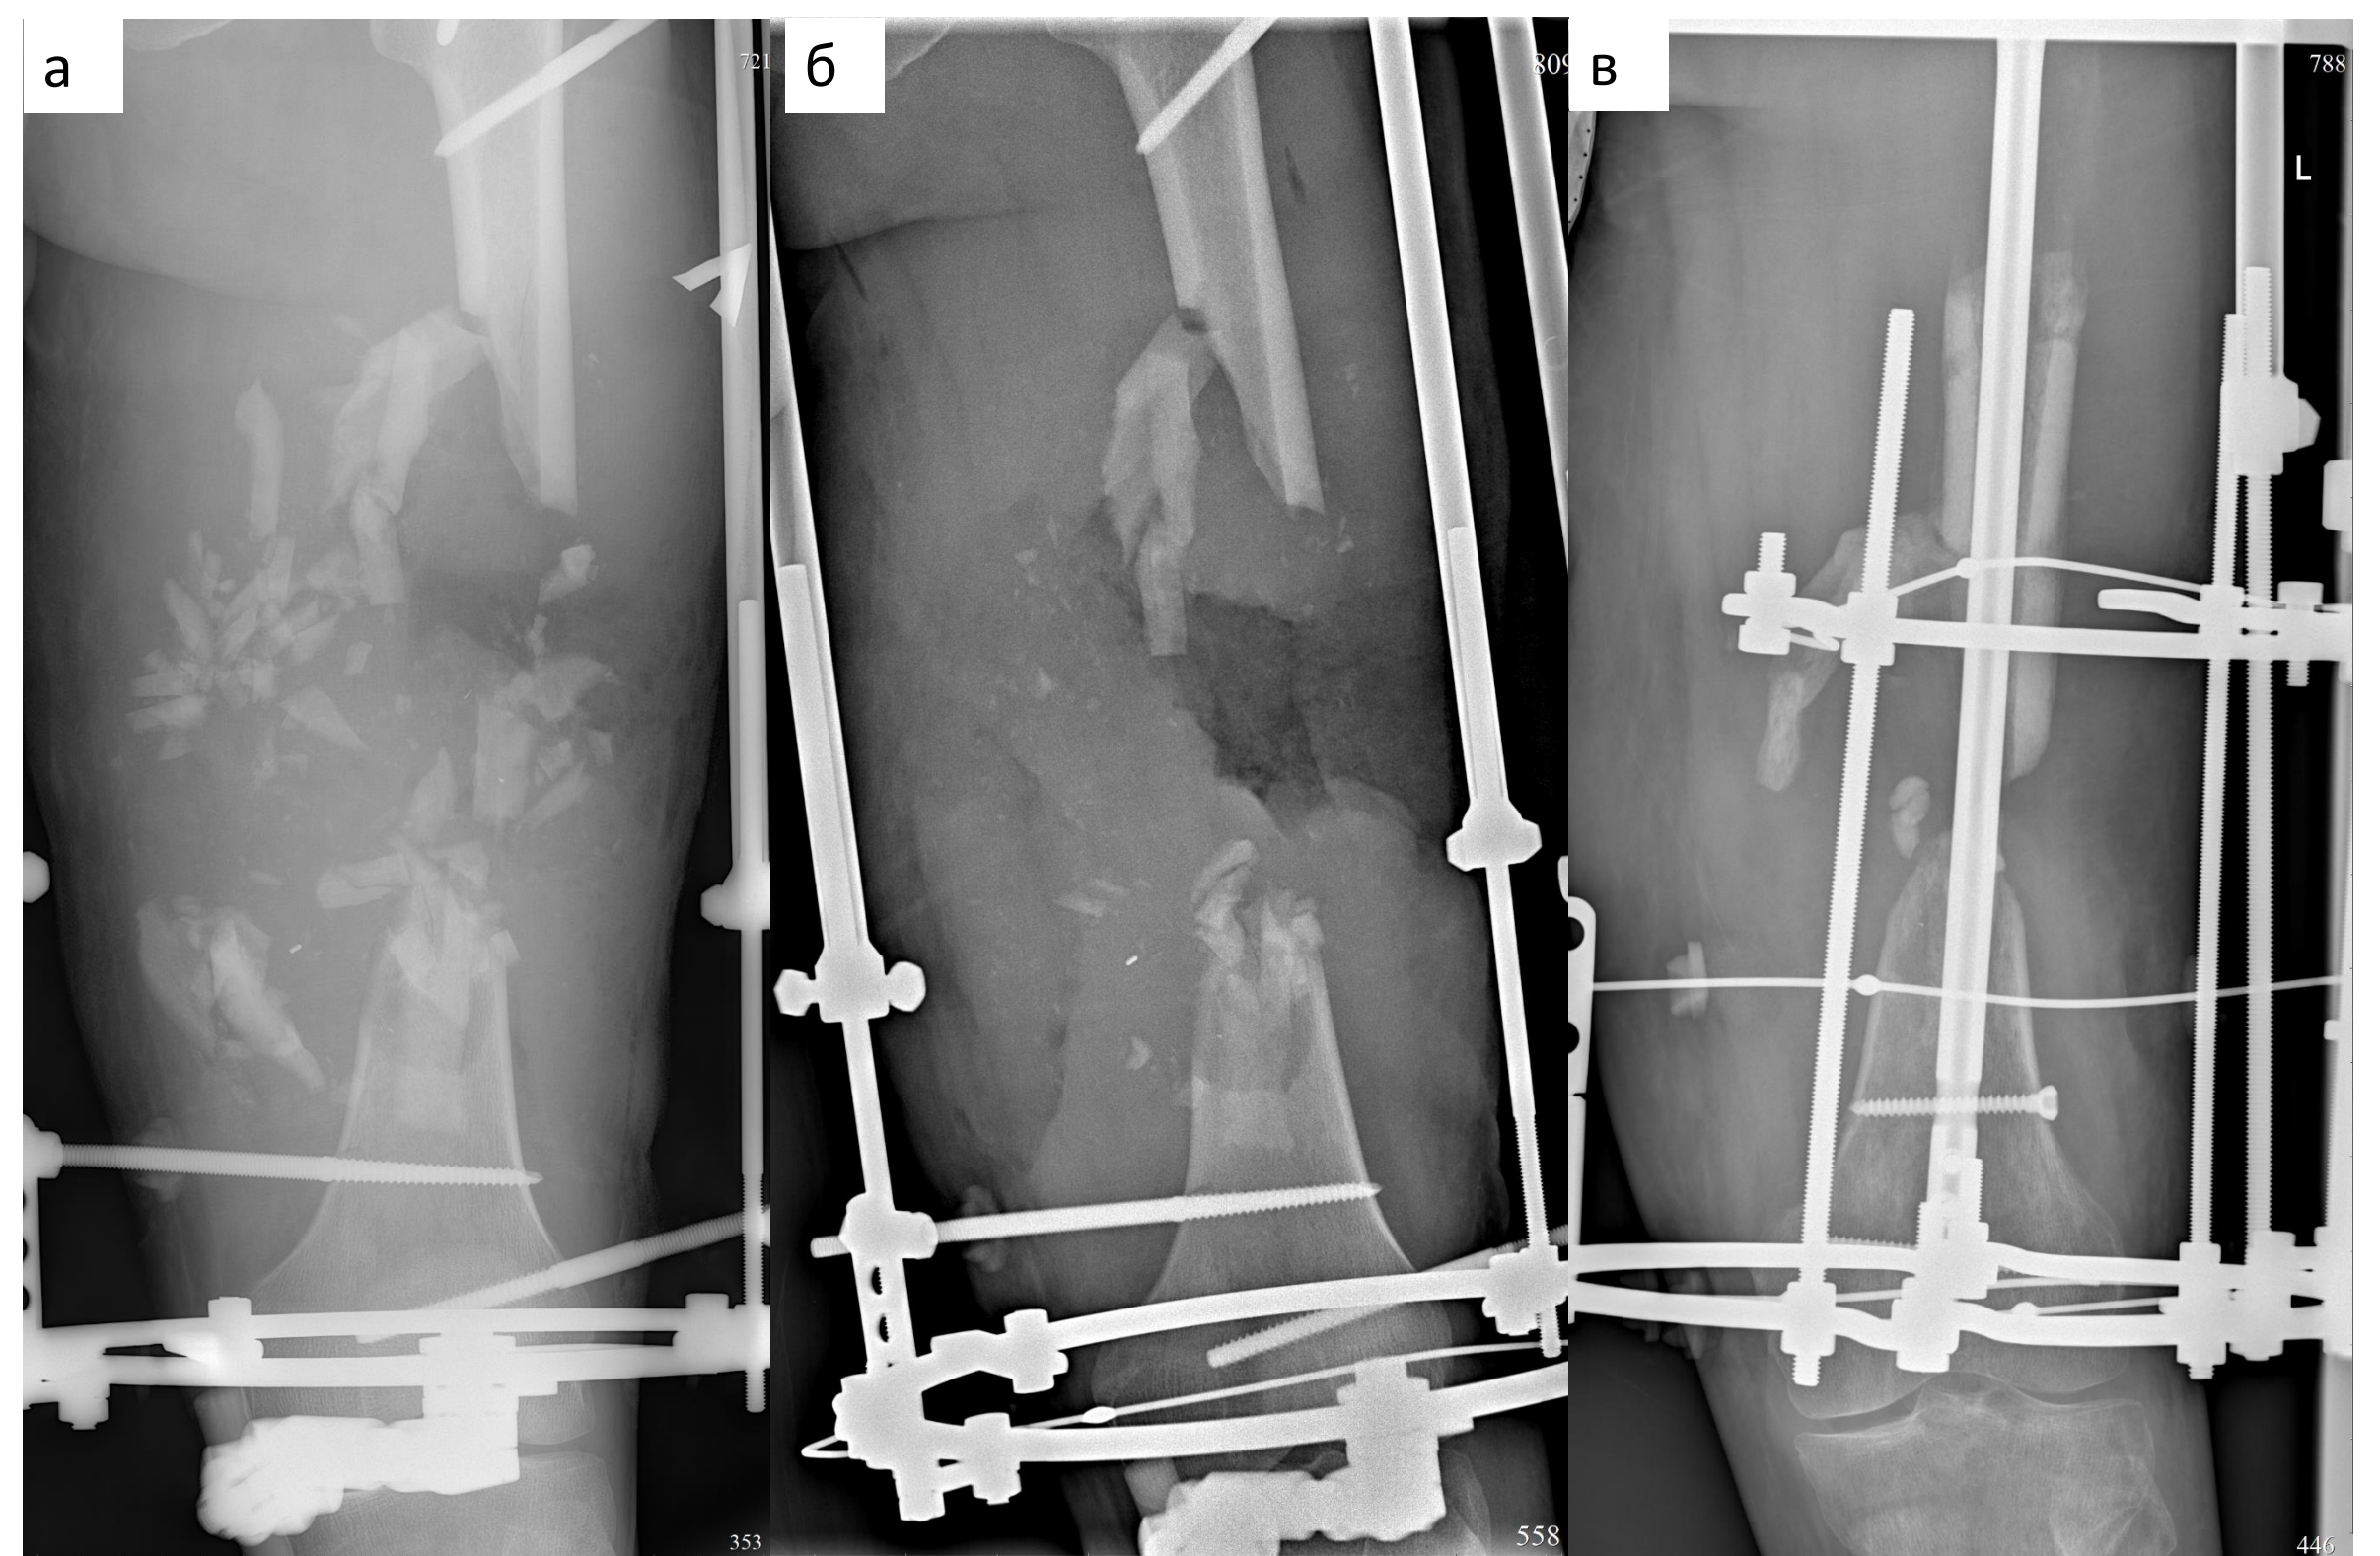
Рентгенография левого бедра.
